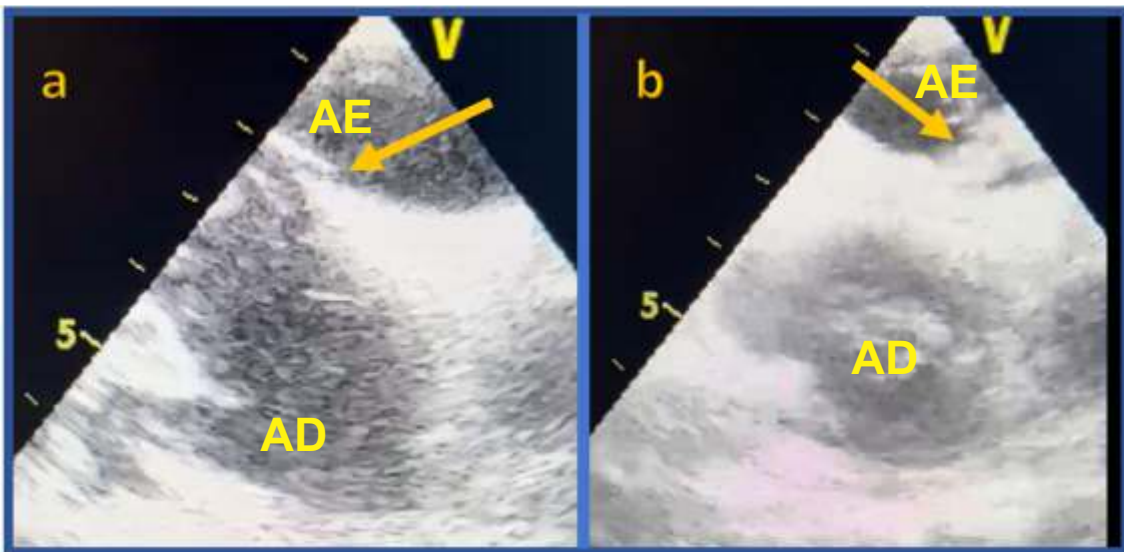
Ecocardiograma transesofágico (95°); a – Evidência do FOP (seta) b- Passagem de microbolhas (seta), AD- átrio direito; AE- átrio esquerdo
